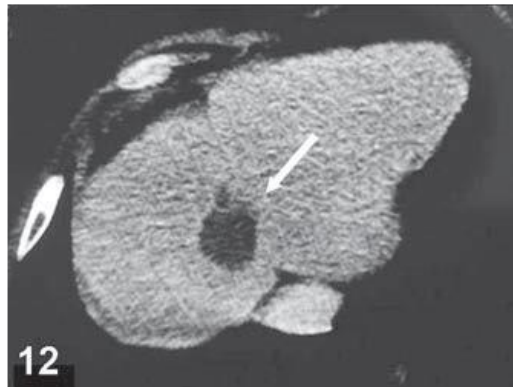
TC de Hepatocarcinoma cístico(seta) confirmado por ressecção cirúrgica. (NAGANO et al.2000)
